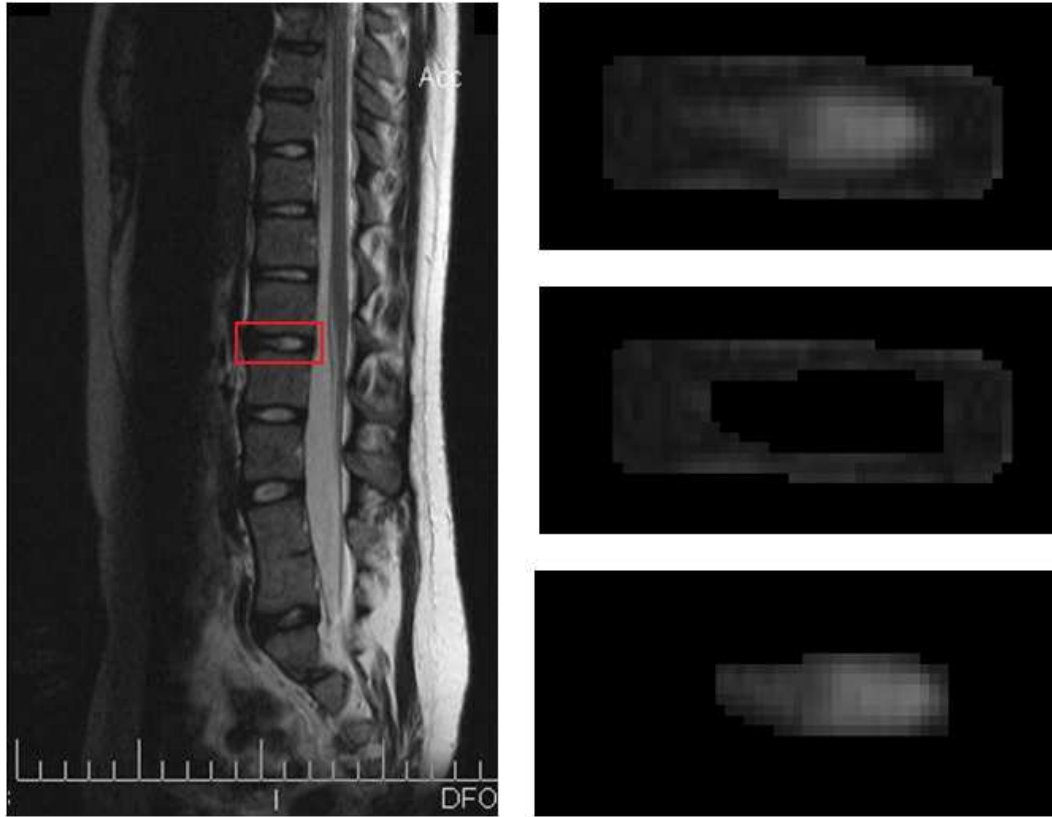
Figure 1: Segmentation process in one slice. An IVD is selected from the whole spine sagittal slice of the clinical MR image(Left). This IVD is then semi-automatically segmented into three parts: IVD (Top right), AF (middle right) and NP (bottom right). As MR intensity is represented by greyscale integers between 0 (black) and 256 (white), each slice will create a 2D integer matrix. These segmentations are processed in every MR slice to create a 3D matrix of MR intensity distribution within the IVD.
